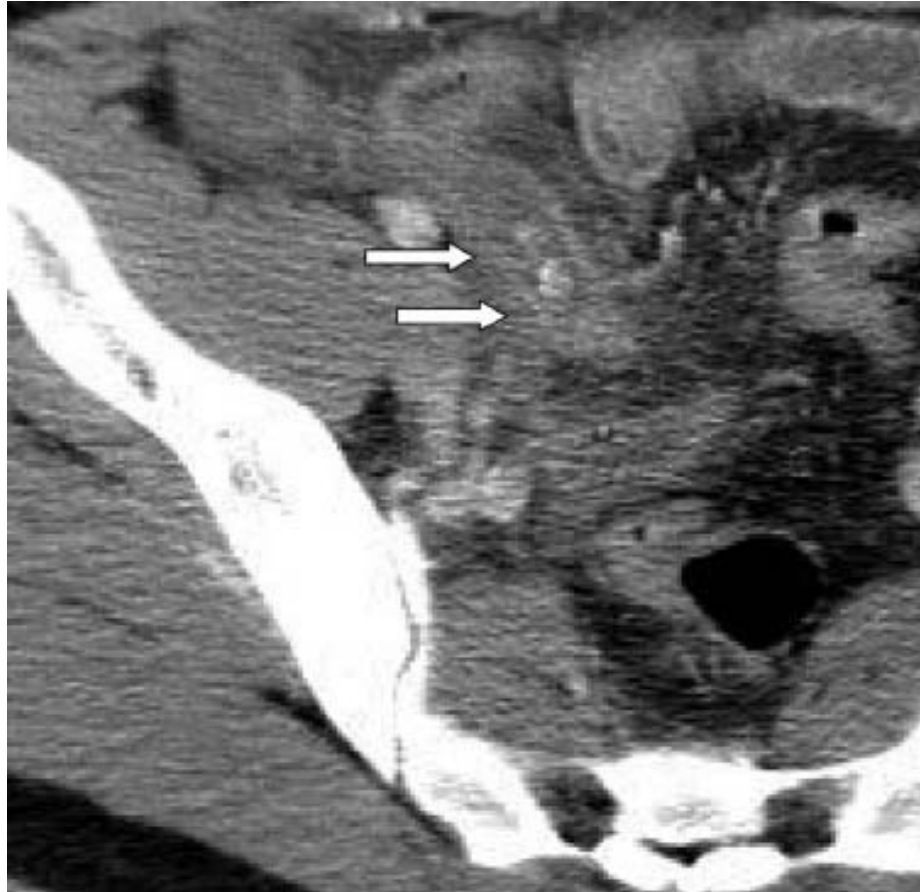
TDM en coupes transversales montrant un épaississement de la paroi appendiculaire avec distension de sa lumière contenant des stercolithes : Appendicite aigue
